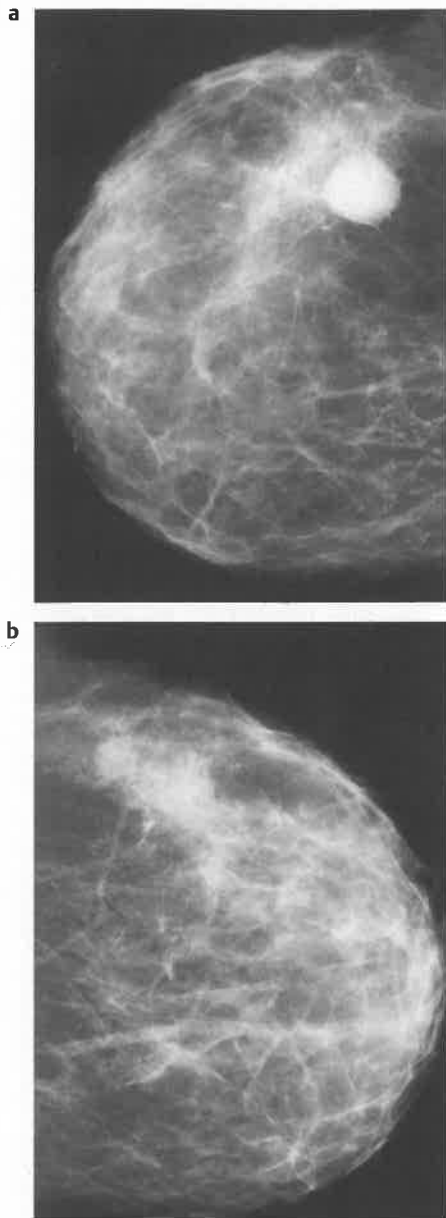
(a) Röntgenmammographie (kranio-kaudaler Strahlengang): Herdbildung im oberen äußeren Quadranten der rechten Brust. (b) Röntgenmammographie (kranio-kaudaler Strahlengang): Herdbildung im oberen äußeren Quadranten der linken Brust.
